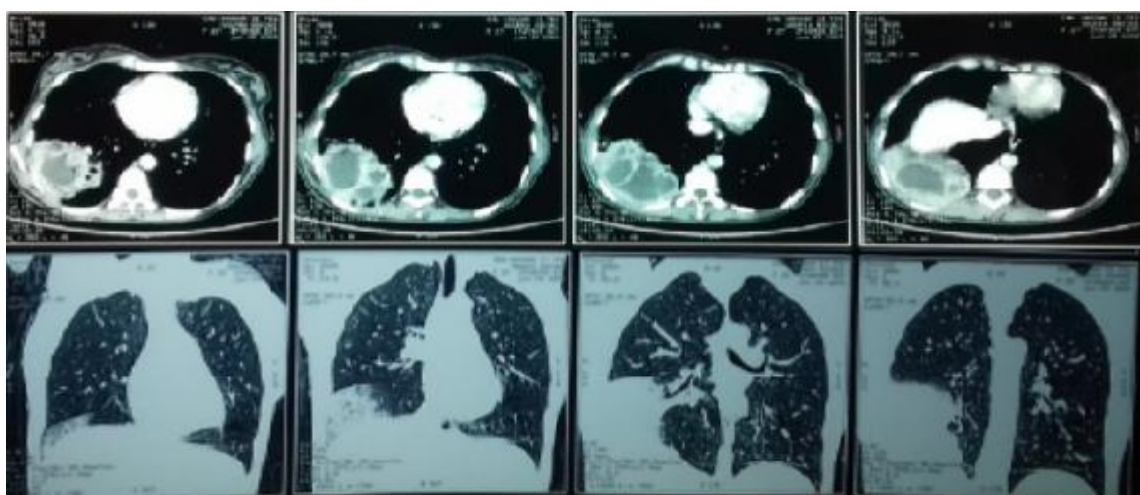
b : TDM-TAP objectivant une lésion kystique cloisonnée du LID communiquant avec des lésions kystiques du foie.
